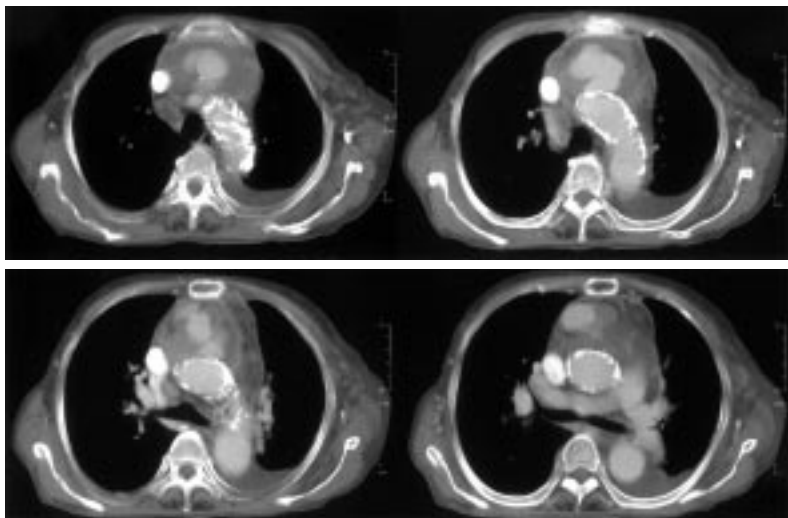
Preoperative CT scan. Preoperative CT scan showed the pseudo-aneurysm formation of the Ascending Aorta.
